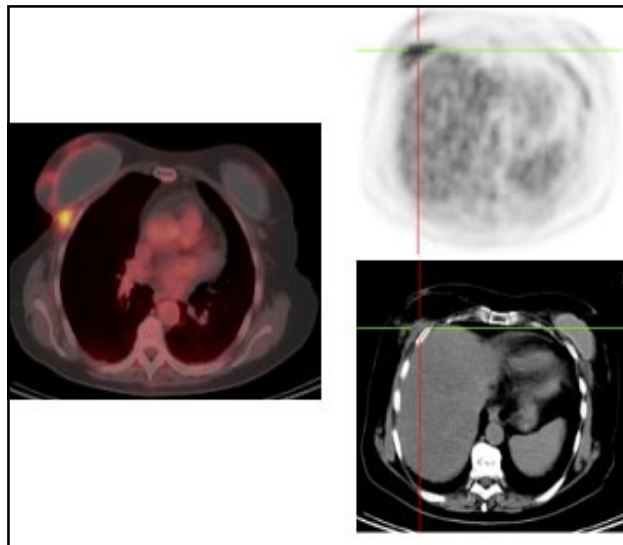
Recidiva de cáncer de mama. La PET presenta aumento del metabolismo junto al margen lateral de la prótesis mamaria derecha, la TC no permite caracterizar la naturaleza de la lesión, las imágenes fusionadas (PET/TC) permiten localizar la recidiva y verificar que la ausencia de extensión ósea.
